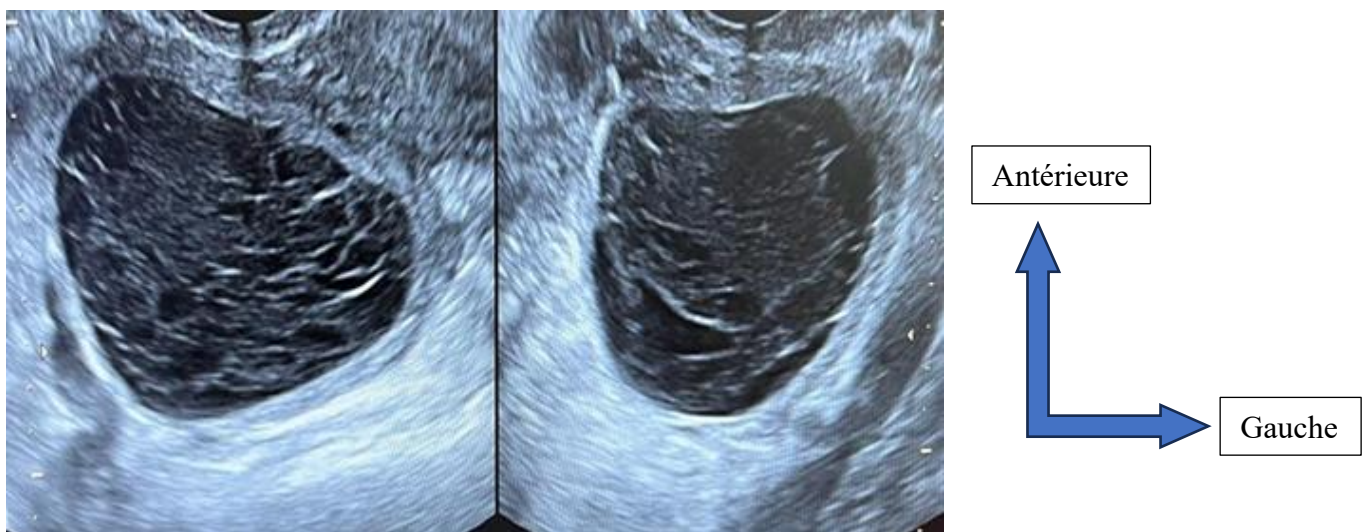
échographie pelvienne réalisée par voie endovaginale objectivant un volumineux kyste de l'ovaire gauche, comportant de multiples cloisons et un contenu échogène trouble, faisant évoquer un kyste hémorragique.
